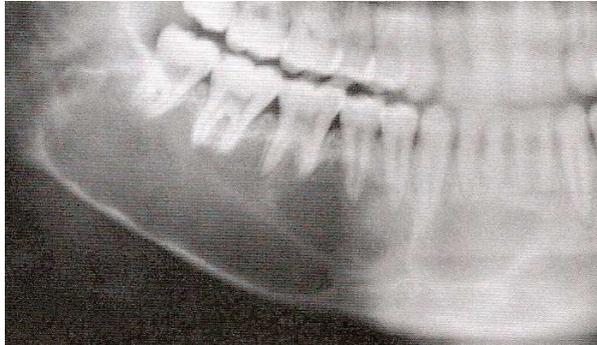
Radiographie d'un kyste osseux simple de l'angle mandibulaire droit. Cet exemple a une marge bien délimitée avec conservation de la corticale. Le kyste est festonné entre les racines, ce qui est une figure caractéristique. (15)
